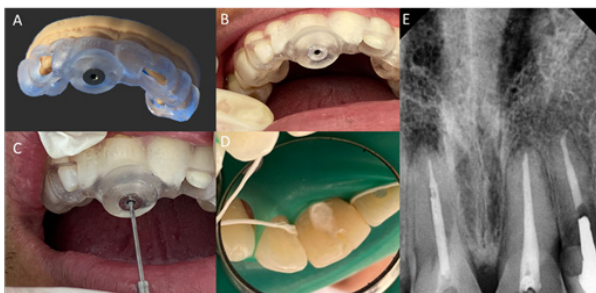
A. Guía endodóntica adaptada a modelo del maxilar. B. Prueba de adaptación de la guía en la cavidad bucal. C. Fresado guiado del conducto. D. Aislamiento para restauración final. E. Radiografías periapicales de control postoperatorio inmediato donde se verifica la obturación del conducto radicular. Aislamiento para apertura en la siguiente cita para ubicar el conducto e iniciar la endodoncia.
